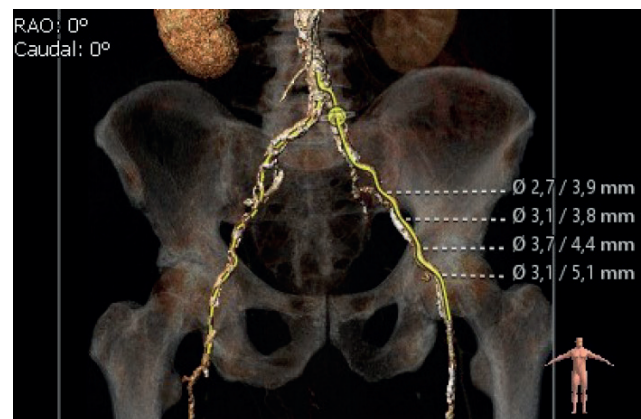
А) АК с выраженным кальцинозом створок. Б) Выраженное поражение подвздошно-бедренного сегмента по данным МСКТ-ангиографии.
